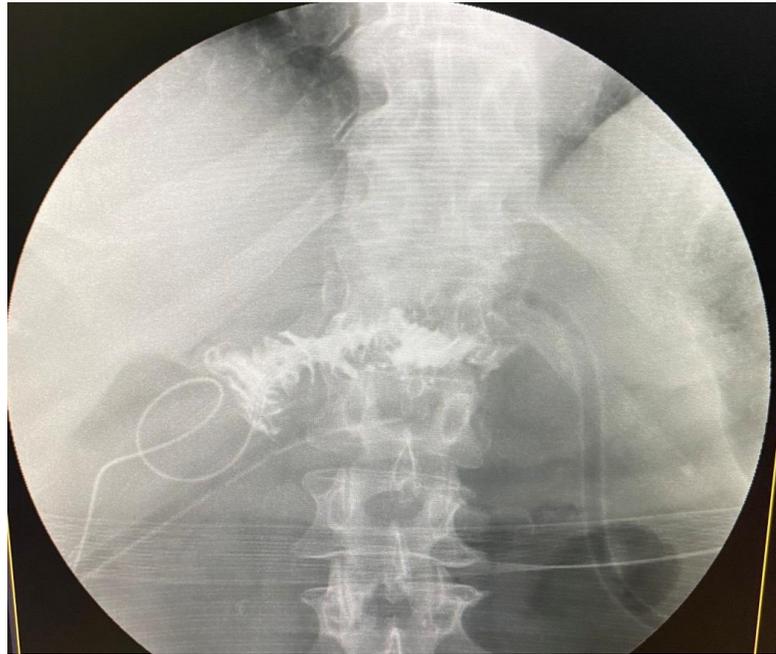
Рентгенограма, чрездренажна панкреатографія.
